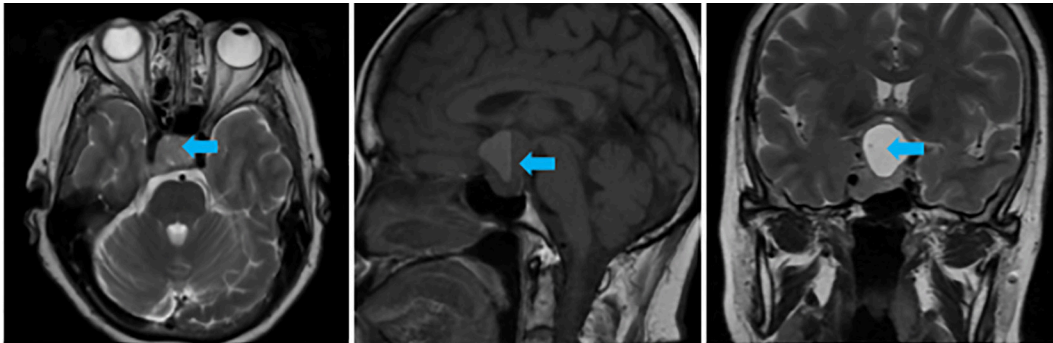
MRI brain with contrast of the patient. Suprasellar mass (blue arrow) pressing the optic chiasma consistent with Rathke cleft cyst. (Images were taken from personal literature).
